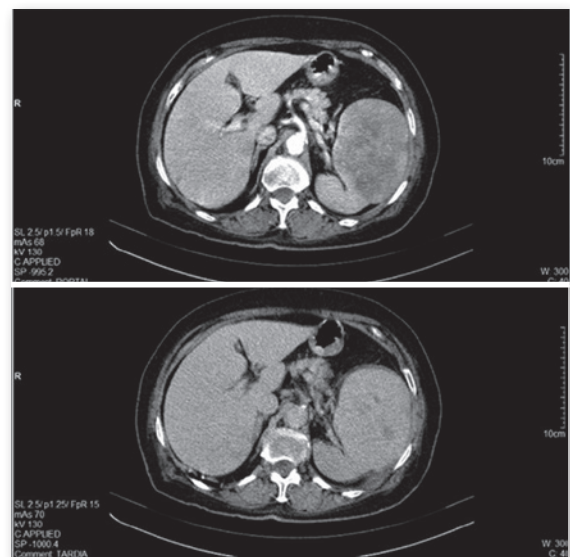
Tomografia computadorizada de abdome evidenciando massa esplênica sólida
